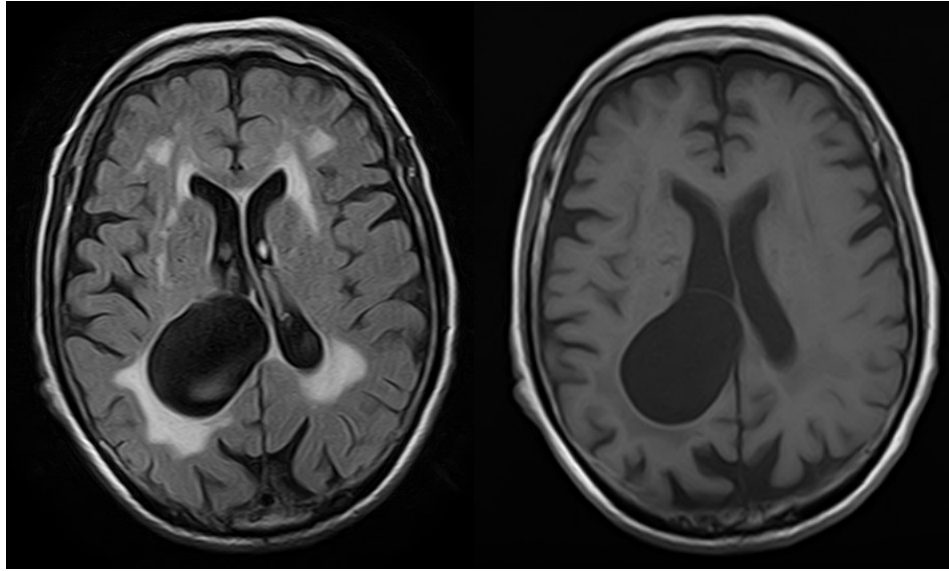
RMN-CE da doente em estudo - Lesão bem definida, arredondada, na região ventricular direita, de grande volume e com ligeiro efeito de massa. Rodeada de hipodensidade.
